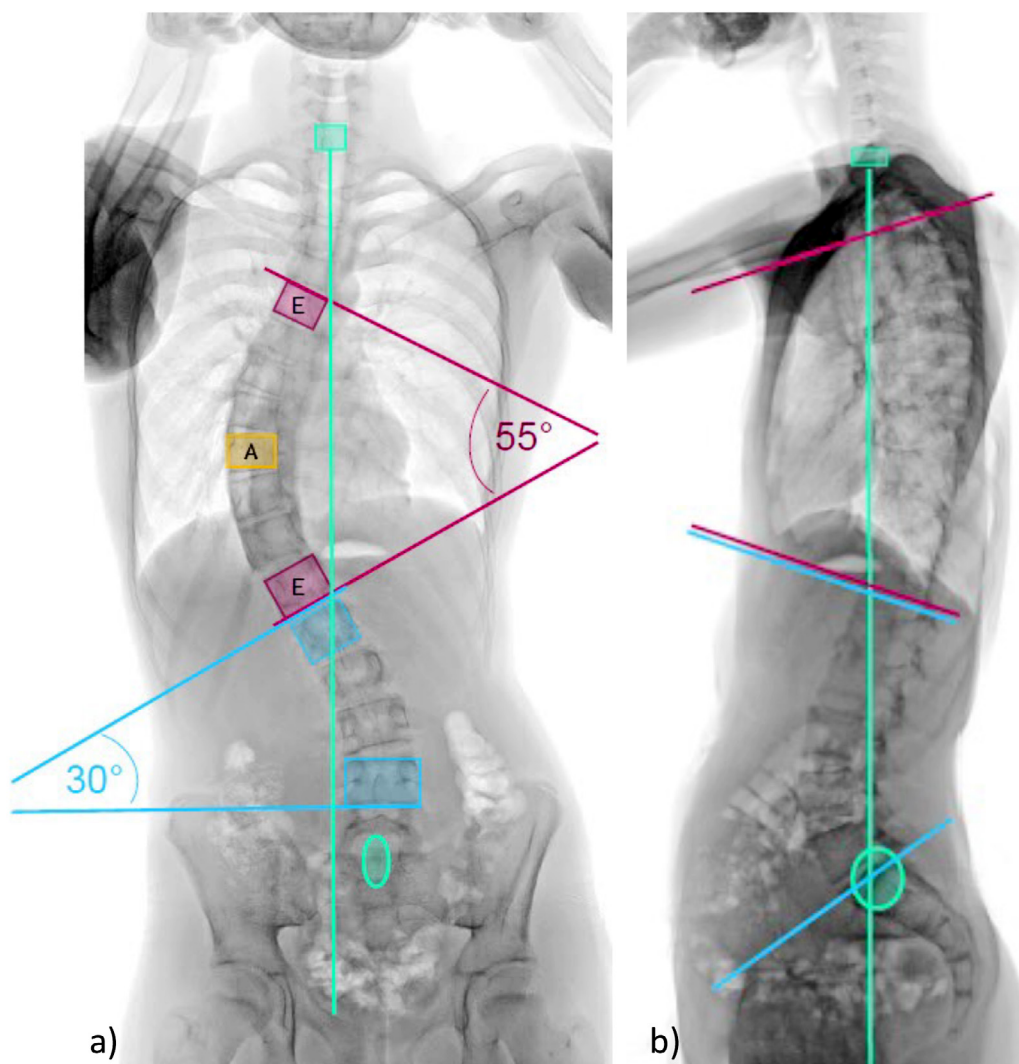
a) Radiographie de la colonne vertébrale avec une scoliose thoraco-lombaire, l'angle de Cobb thoracique mesure 55° (rouge), la courbure de compensation lombaire 30° (bleue), le fil à plomb est déplacé de C7 vers la droite (vert). E: vertèbres limites, A: vertèbre apicale.
